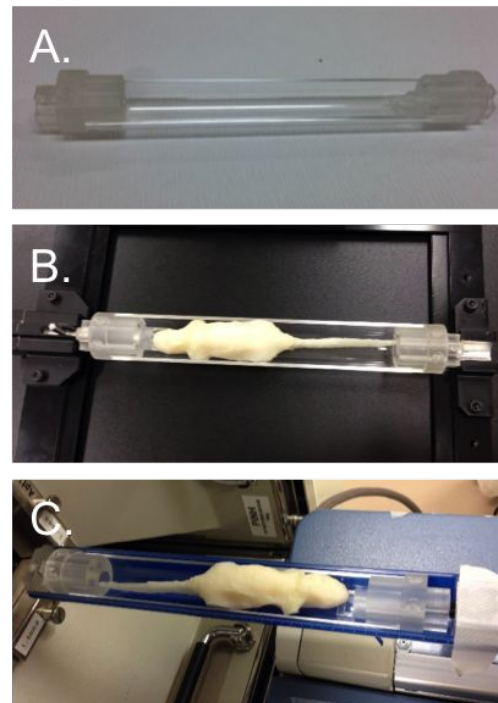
共通ベッドの形状 (A)、蛍光イメージング装置 (B) および SPECT/CT 装置 (C) における装置互換性
